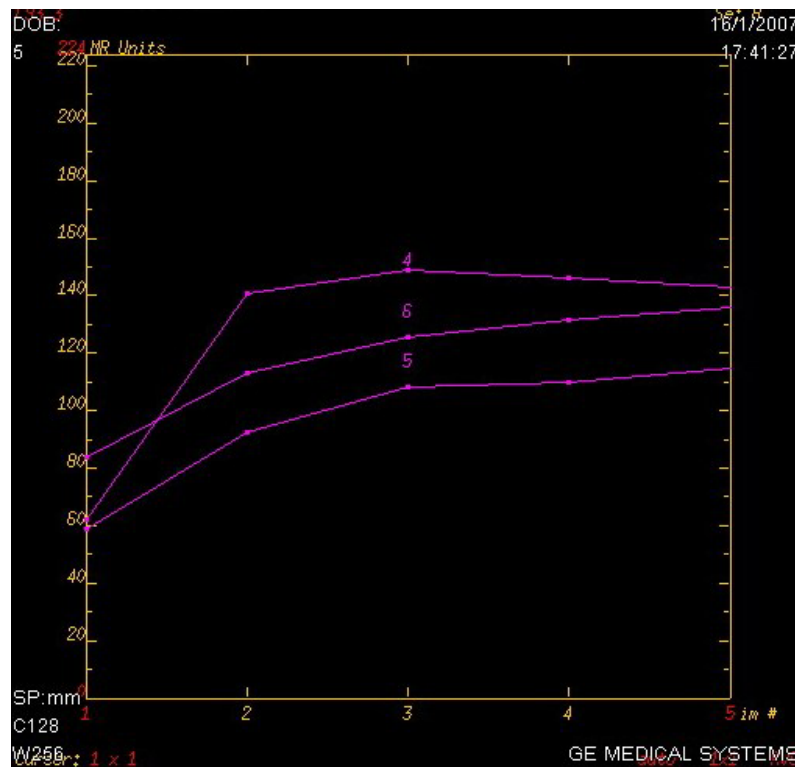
RM mostrando curvas em platô e ascendentes
